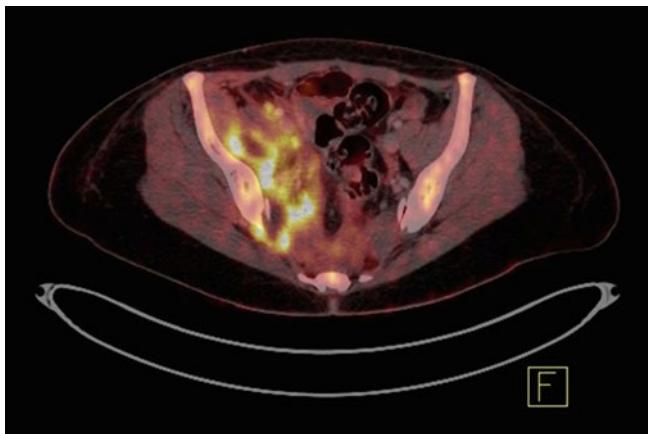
FDG-PET/CT mit Darstellung der typischen glukosehypermetabolen Kapsel eines Psoas-Abszesses
